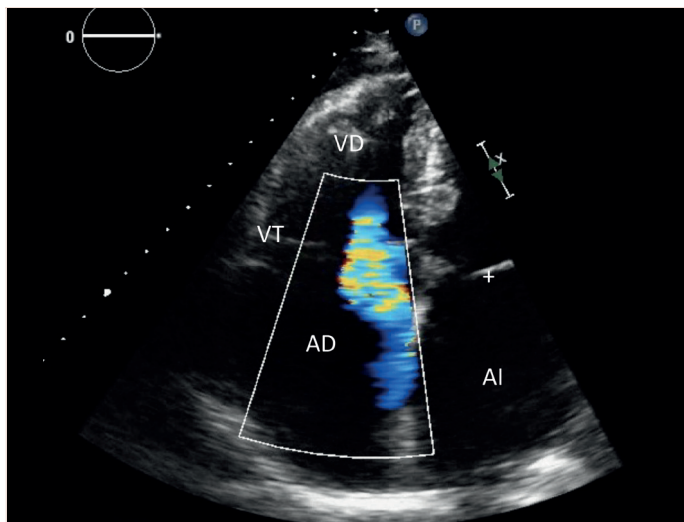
Insuficiencia tricúspide. Proyección apical de 4 cámaras con doppler color sobre la válvula tricúspide que demuestra un flujo sistólico anormal a través de la misma. VD: ventrículo derecho. VT: válvula tricúspide. AD: aurícula derecha. AI: aurícula izquierda.
